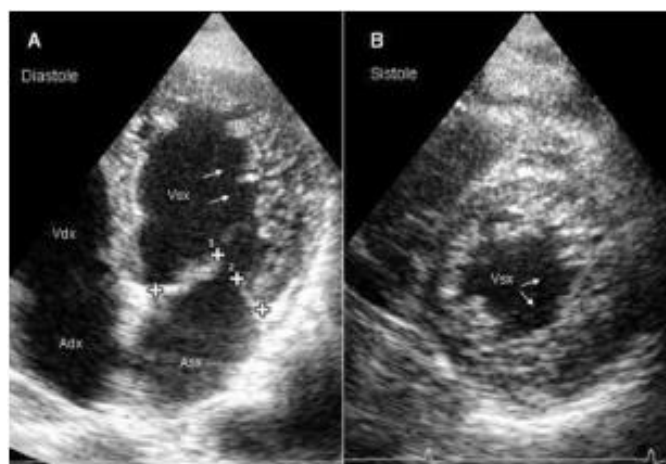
Ecocardiografia che evidenzia la presenza di trabecole nel ventricolo sinistro (freccie); proiezione apicale 4 camere in diastole (A) e proiezione asse corto parasternale in sistole (B). Adx = atrio destro; Asx = atrio sinistro; Vdx = ventricolo destro; Vsx = ventricolo sinistro. ¹¹(Massimo Baldi et al., 2009, bibliografia p. 101)
